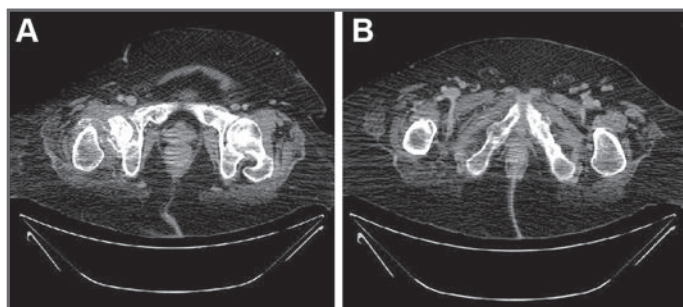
TC tóraco-abdomino-pélvicas en las que se aprecian la fractura subcapital del fémur derecho (A) y la fractura de las ramas isquiopúbicas (B).
